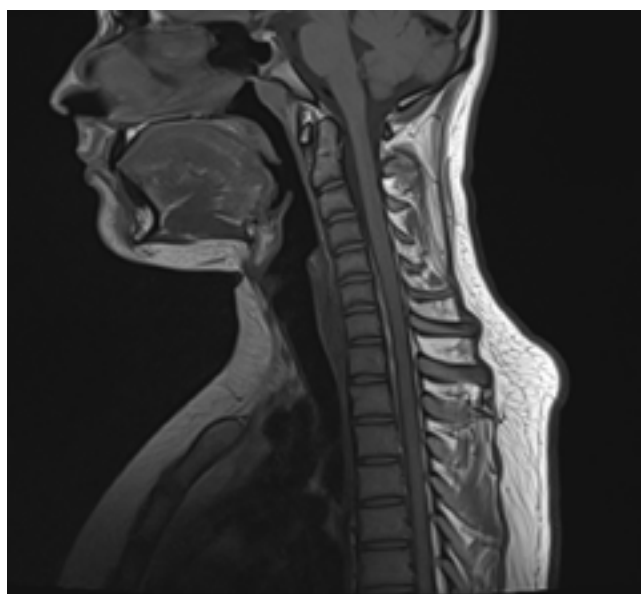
Saggital T2-weighted control MRI of the cervicothoracic reduced lesion. The extramedullary
